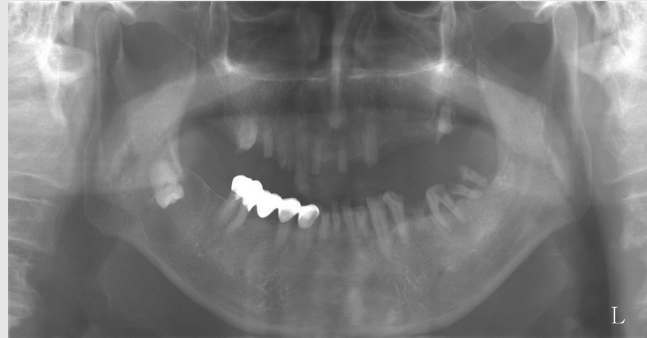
Panoramic radiograph shows radiolucent cystic lesion surrounding the crown of an impacted third molar on the right mandible. The lesion has unilocular, oval-shaped appearance, and well-defined margin.
